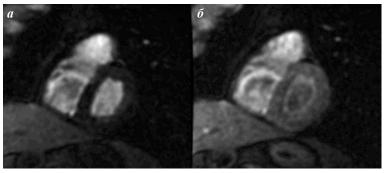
Магнитно-резонансная томография с контрастированием, выполненная на 6-й месяц после восстановления синусового ритма: а - контраст в полостях сердца, б - равномерное распространение контраста по тканям левого желудочка без признаков накопления контрастного вещества (поперечный срез - базальные отделы сердца).
